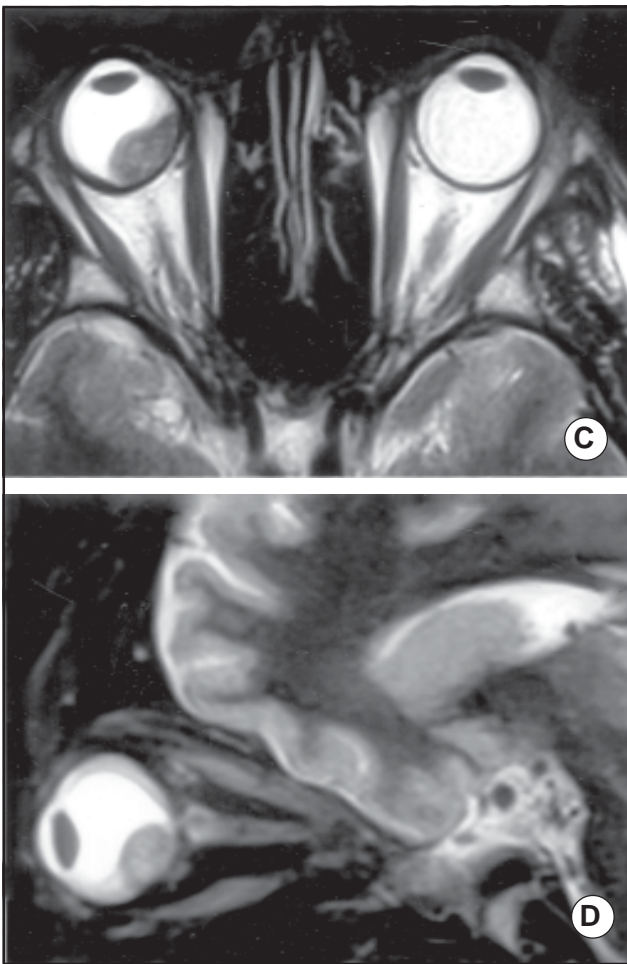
C. RM ponderado en T2: cortes axiales del mismo paciente. Melanoma corioideo de órbita derecha, hipointenso con respecto al vítreo. D. RM ponderado en T2, corte sagital: melanoma corioideo, hipointenso con respecto al vítreo. Pequeña imagen retrobulbar que puede corresponder a extensión del tumor. Hiperintensidad de la porción proximal del nervio óptico.
